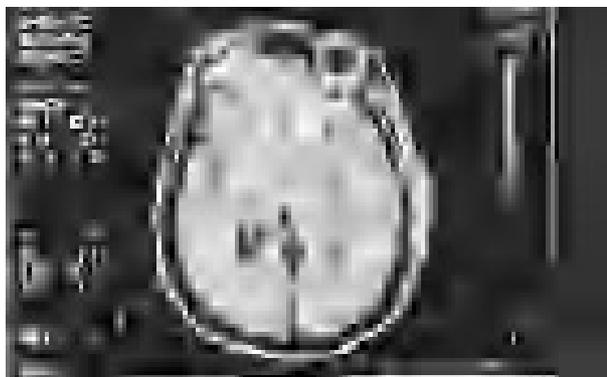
Corte axial de RM potenciado en T2. En lóbulo temporal izquierdo se objetiva área hiperintensa correspondiente a cerebritis. Hiperseñal en partes blandas de región temporoparietal izquierda extracranial.
